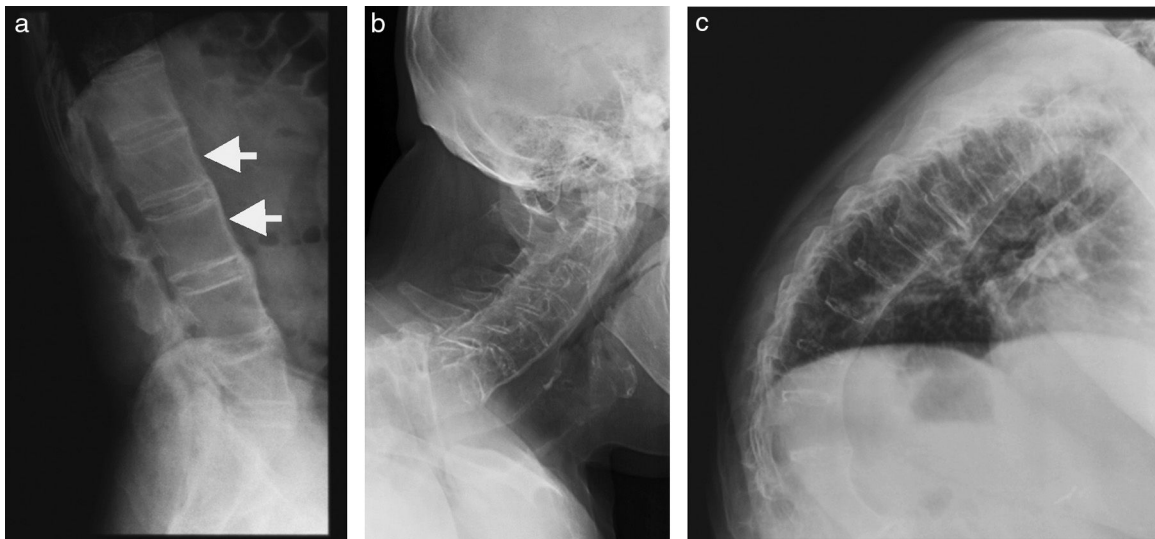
Proyecciones laterales de radiografías de columna de un mismo paciente. Izquierda (a): cuadratura de cuerpos vertebrales de columna lumbar, con pérdida de su normal concavidad anterior (flechas). A la derecha (b y c) el mismo fenómeno, determinado por sindesmófitos.
